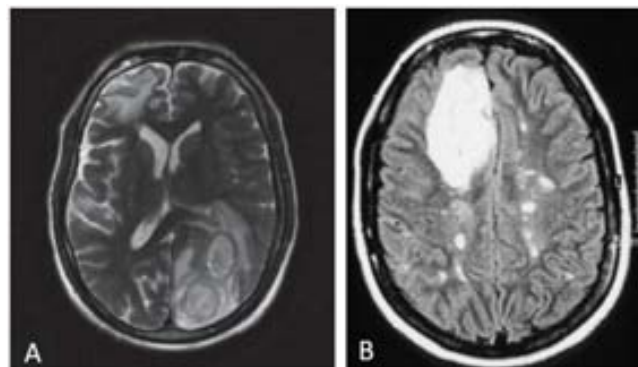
En A puede verse una imagen de RM ponderada en T_2 y adquirida en el plano axial de un paciente afectado por una lesión hiperintensa en la región occipito-parietal del cerebro. Aparentemente dicha lesión podría confundirse con una metástasis, a pesar de que resultó ser un absceso piogénico [8]. La imagen B muestra un corte axial adquirido con el método FLAIR (*Fluid Attenuated Inversion Recovery*), similar a una ponderación en T_2 , en un paciente afectado por esclerosis múltiple. La gran masa en el lóbulo frontal derecho muestra características de intensidad y homogeneidad similares a las lesiones pequeñas centrales (placas de esclerosis múltiple) lo cual, unido al historial del paciente, podría sugerir que se trata de una placa de tamaño anormalmente grande. Sin embargo una biopsia estereotáctica demostró que la lesión frontal era un OA de grado II, a pesar de lo poco habitual que es la concurrencia de ambas patologías [9].
